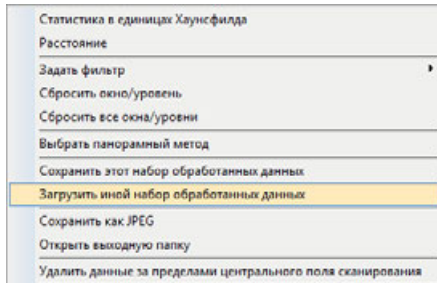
Выбор опции «Загрузить иной набор обработанных данных»
